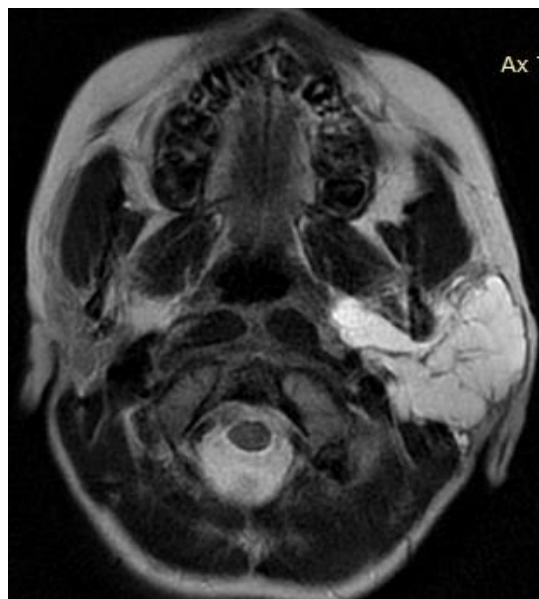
Т-2-взвешенное изображение МРТ в аксиальной проекции.
